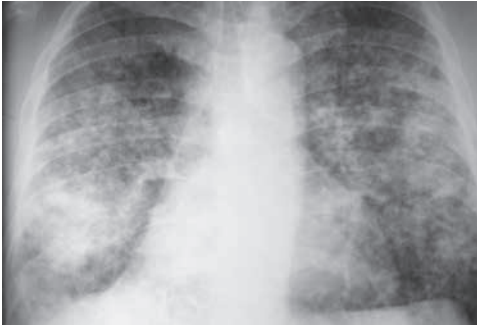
Carcinoma bronquioloalveolar. Radiografía PA mostrando la opacidad acinar, caracterizada por una marginación débil, forma nodular y tamaño de 4-8 mm. La confluencia de varios nódulos acinarios crea una opacidad de espacio aéreo más grande.
